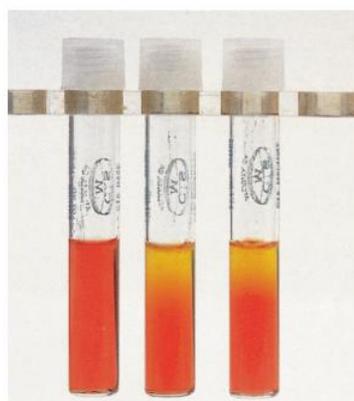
Produção de ácido a partir de hidratos de carbono em meio de CTA. O organismo é a *N. meningitidis*(Morse *et al.*, 2010).
